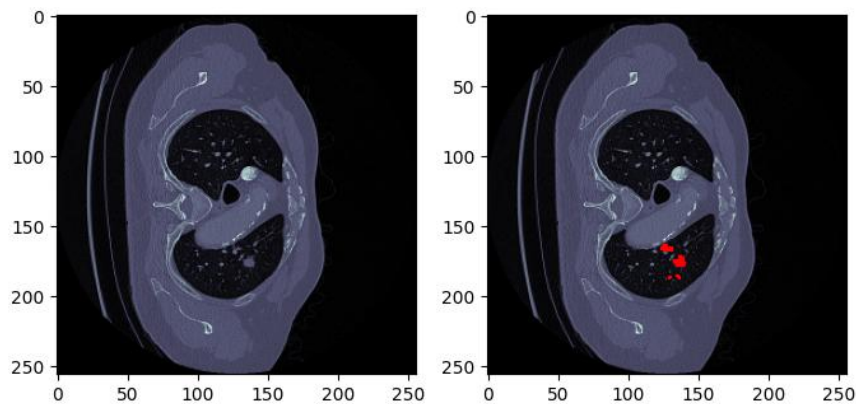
Figure I I I -2: Image de TDM d'un cas pathologique de la base de données DMC
